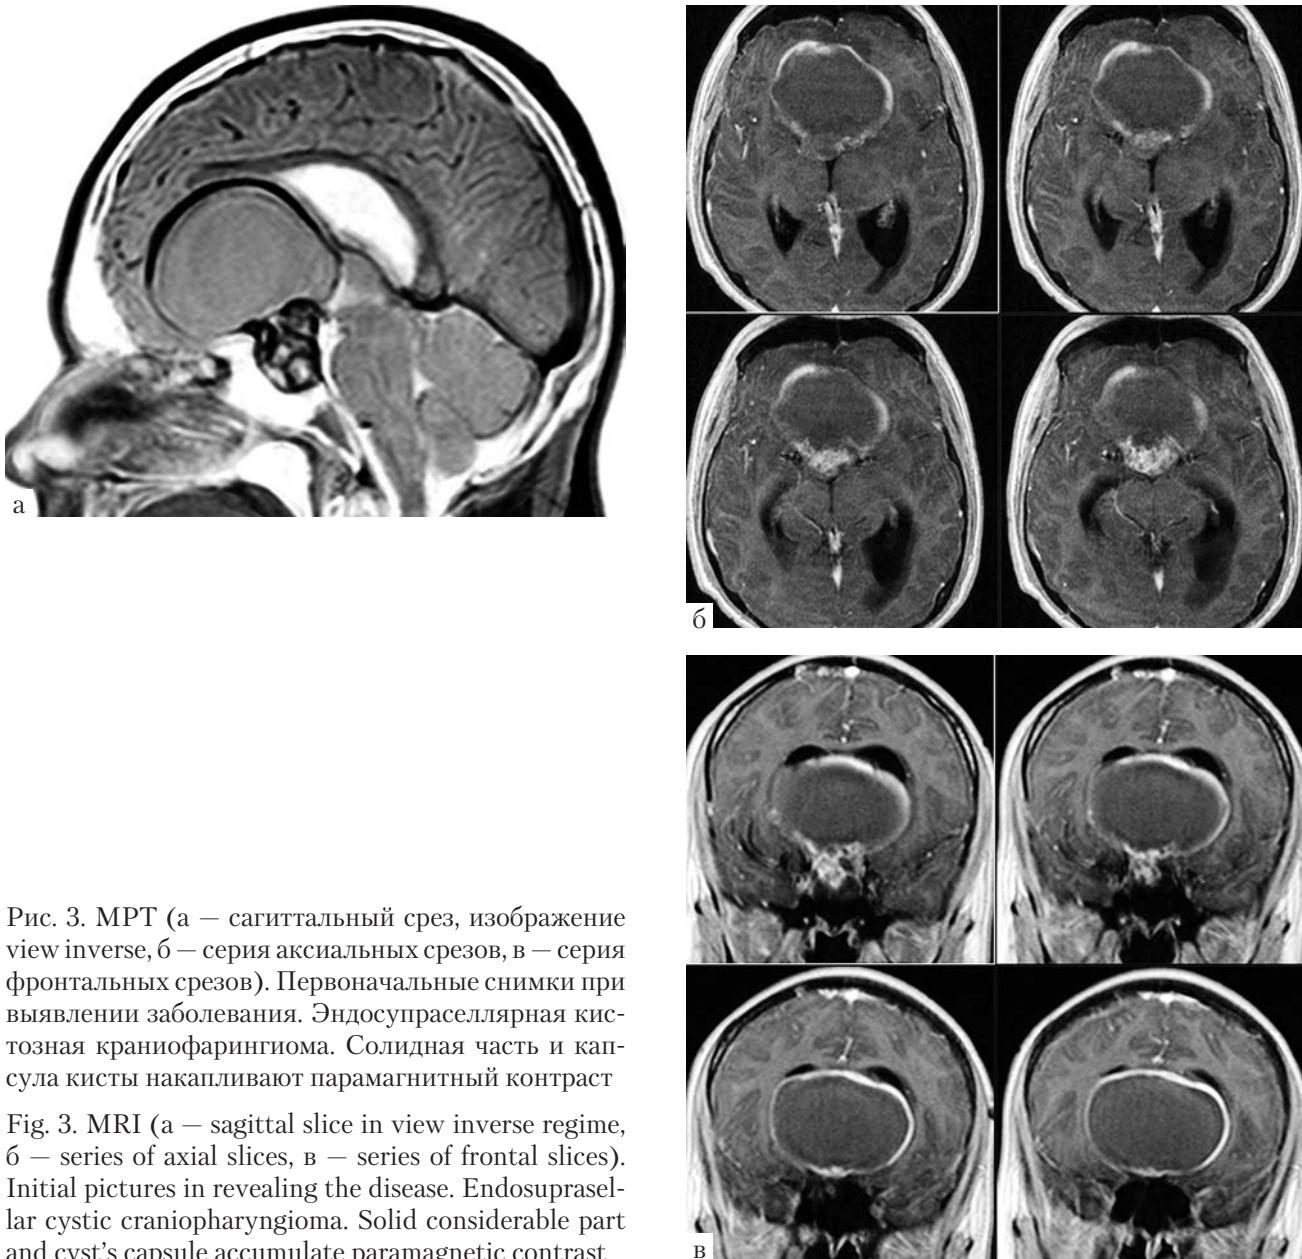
МРТ (а – сагиттальный срез, изображение view inverse, б – серия аксиальных срезов, в – серия фронтальных срезов). Первоначальные снимки при выявлении заболевания. Эндосупраселлярная кистозная краниофарингиома. Солидная часть и капсула кисты накапливают парамагнитный контраст
